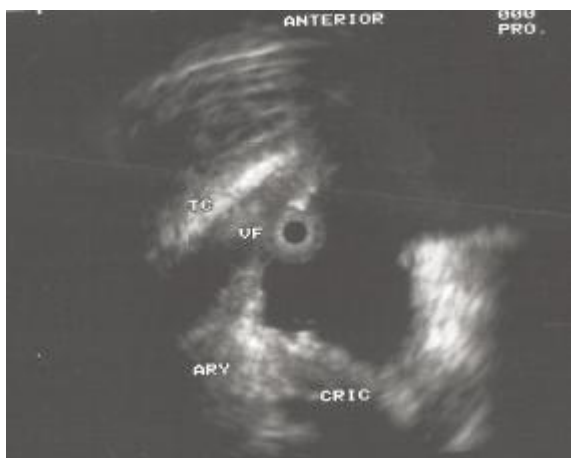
endosonographisches Larynxbild mit typischen Landmarken TC=Thyroid cartilage, VF=Vocal fold, ARY=Aryknorpel, CRIC=Cricoid
